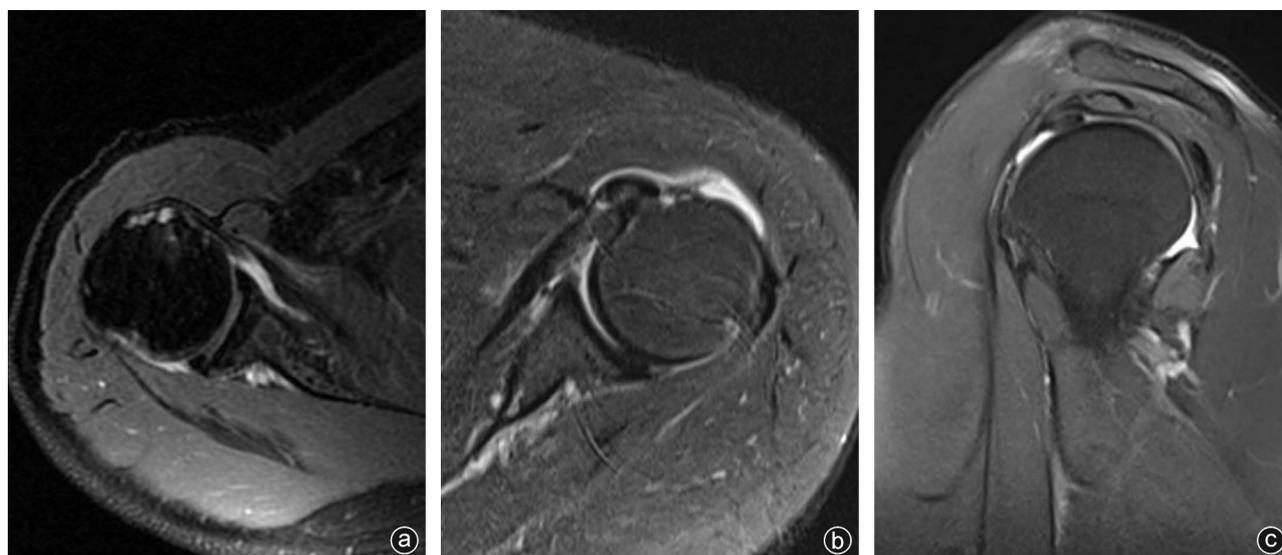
MRI诊断影像 a:小结节止点处液体信号强度提示撕裂;b:肱二头肌长头腱半脱位提示撕裂;c:小结节止点液体信号强度提示撕裂
